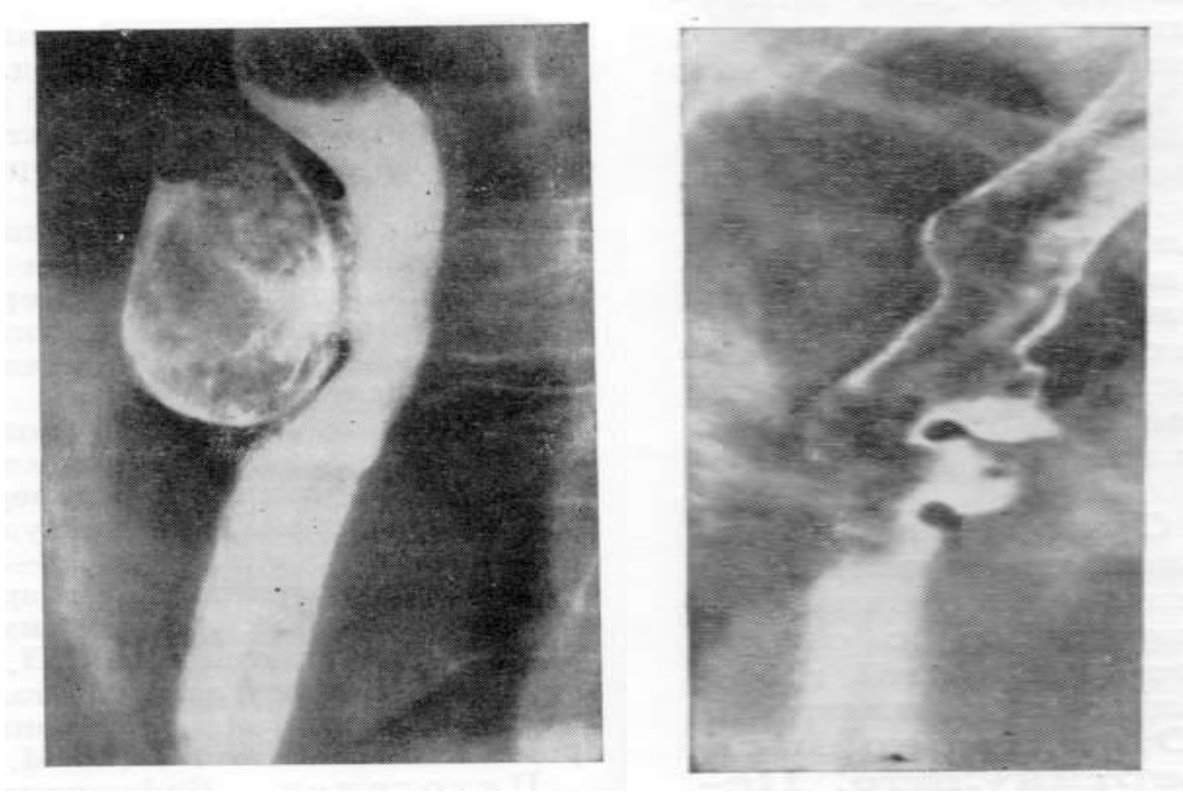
Рентгенограмма. Тракционные эпибронхиальные дивертикулы.
